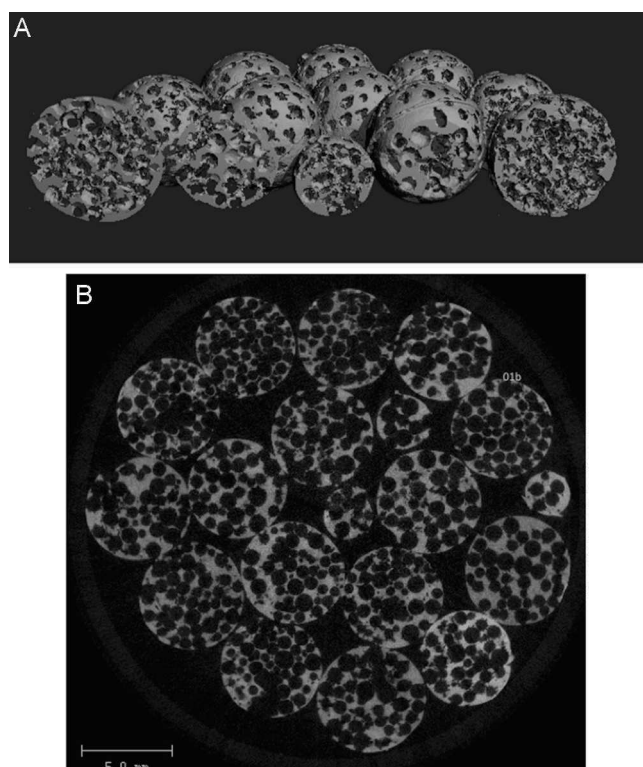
A) Esferas microcompartimentales (Ceraball®) de 6 y 4 mm de diámetro con poros interconectados. MicroTC de secciones y reconstrucción 3D (μ -CT Scanco 40). B) Corte de microTC de una bola Ceraball® de β -TCP mostrando su red de poros interconectados.
